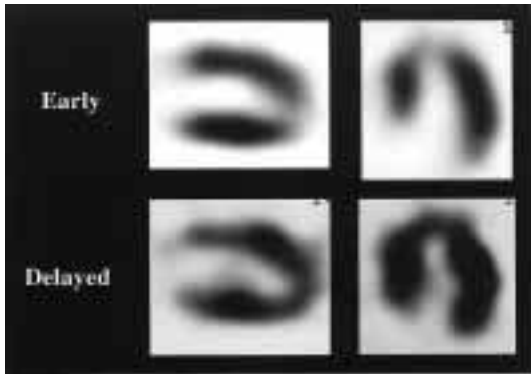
On ^{123}I -BMIPP myocardial SPECT in October 1999, the initial imaging indicated moderately decreased tracer uptake in the apical region and the delayed imaging revealed redistribution in the apex region.
